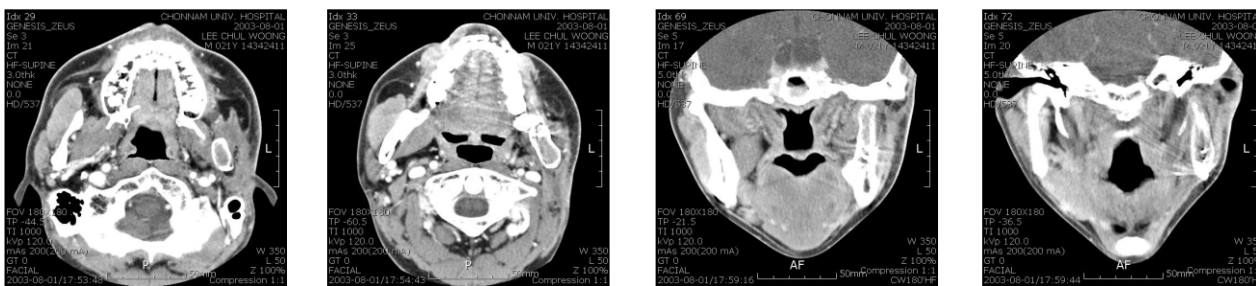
Postoperative facial CT findings.
